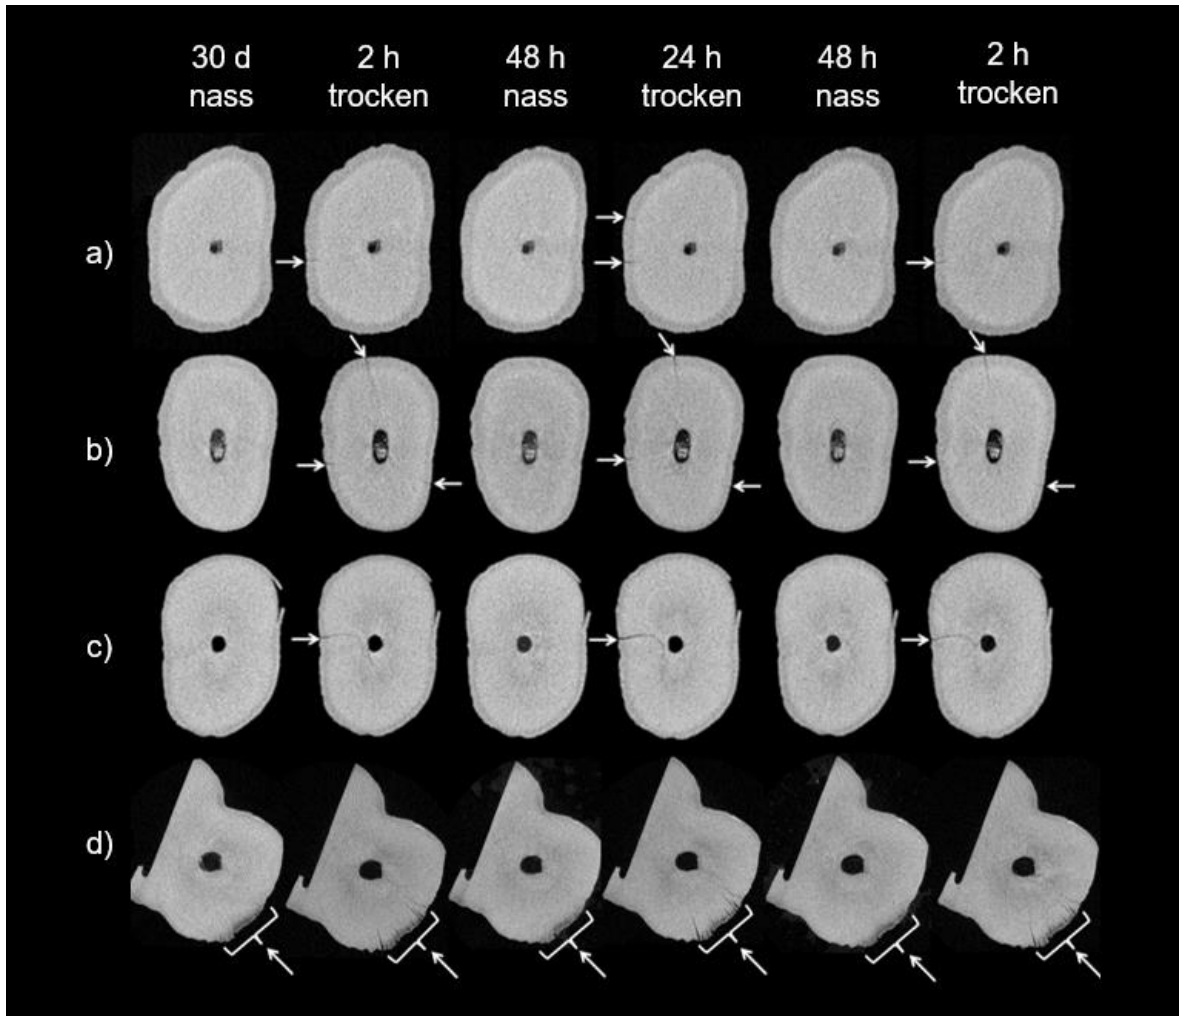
Sechs verschiedene Mikro-CT-Scans vier verschiedener Proben (a-d) mit unterschiedlichem Feuchtigkeitsgehalt des Dentins. Bei ausgetrockneten Proben sind Mikrorisse im Dentin eindeutig erkennbar (Pfeile), während diese Risse nach Wiederbefeuchten der Probe bzw. Scans unter feuchten Bedingungen verschwinden oder kaum sichtbar sind.
